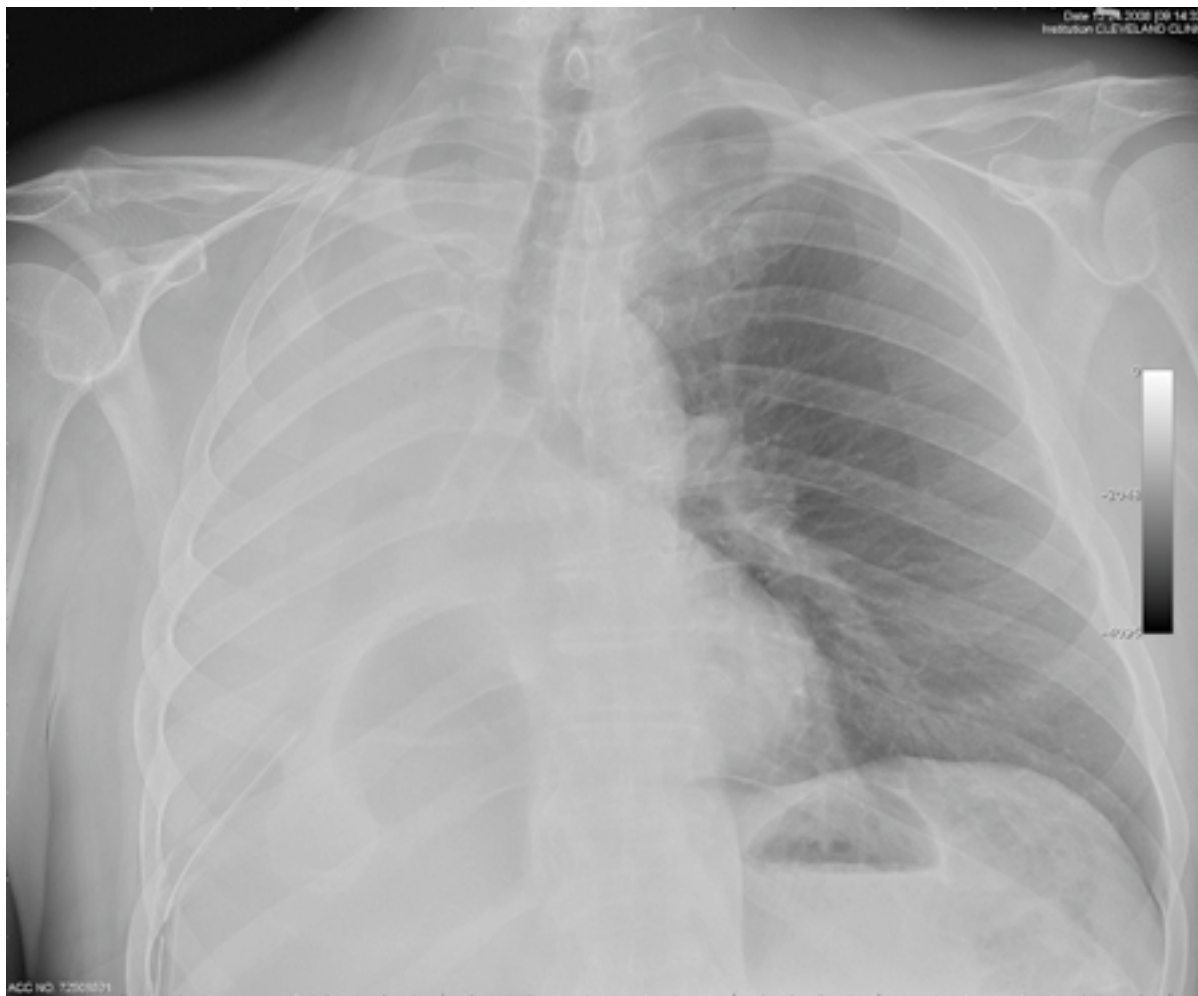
Radiografia torácica mostrando oclusão de endoprótese endobrônquica nos brônquios principais direitos com muco
